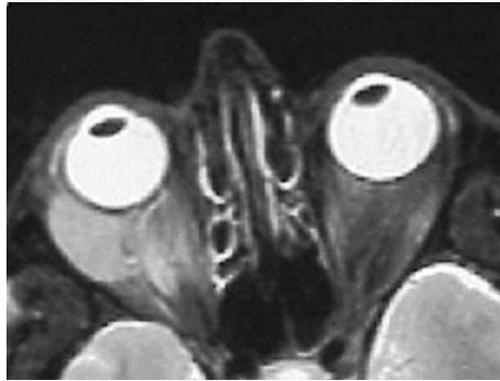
RMN orbital sagital.
